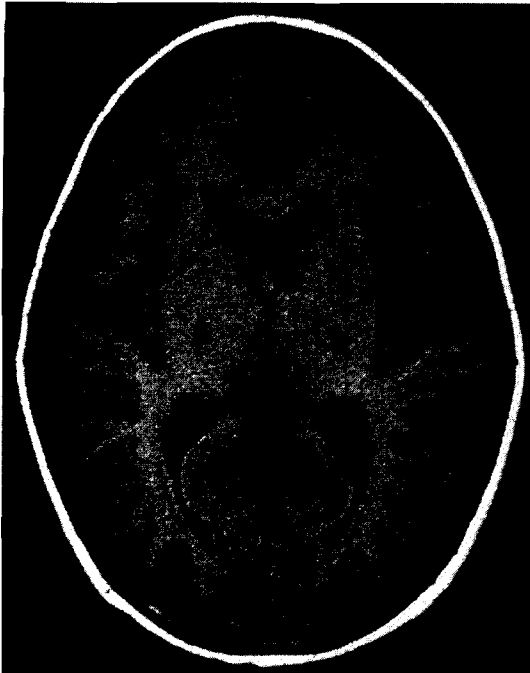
T<sub>1</sub>-weight MR image from an 10-year old man TR/TE=500/20.
